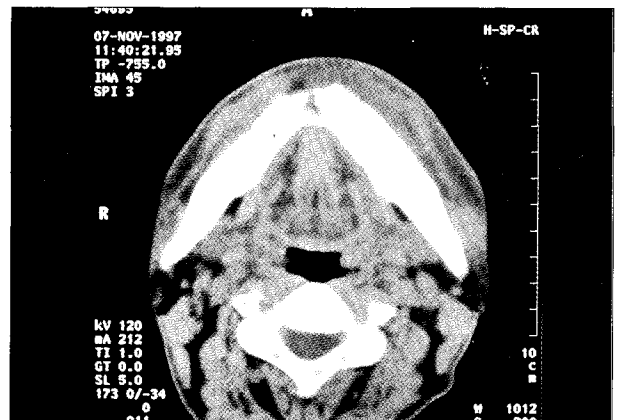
CT scan demonstrates ill defined radiolucence and bone resorptions in mandibular body and symphysis area.
